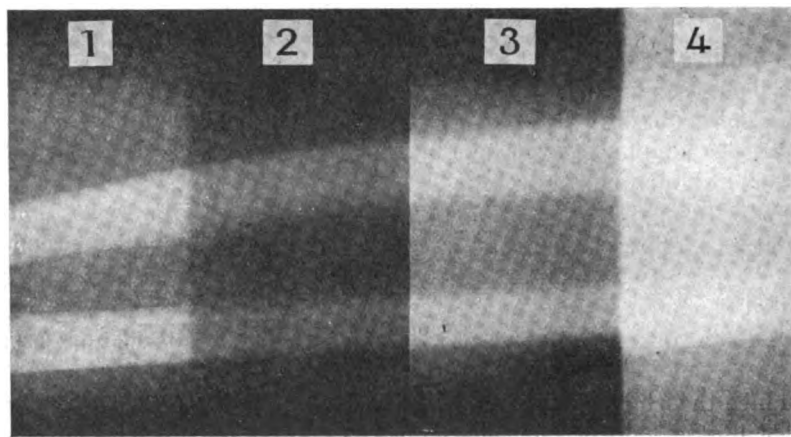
Radiographie de l'avant-bras (épreuve négative) sur plaque entre deux écrans renforceurs. 4 secteurs déterminés par des bandes de papier noir interposées entre la plaque et les écrans.
